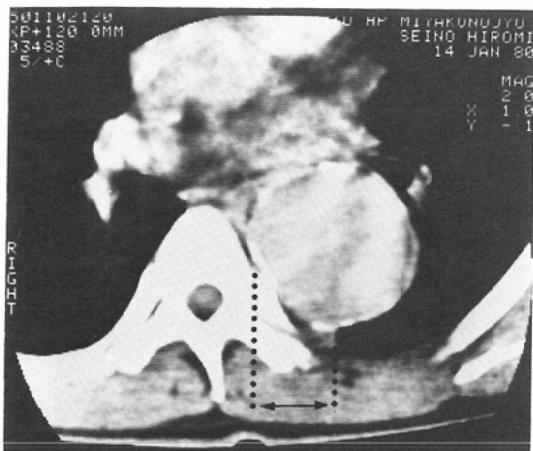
(d) CT scan at the level of aneurysm shows the widening of the paraspinal soft tissue.
